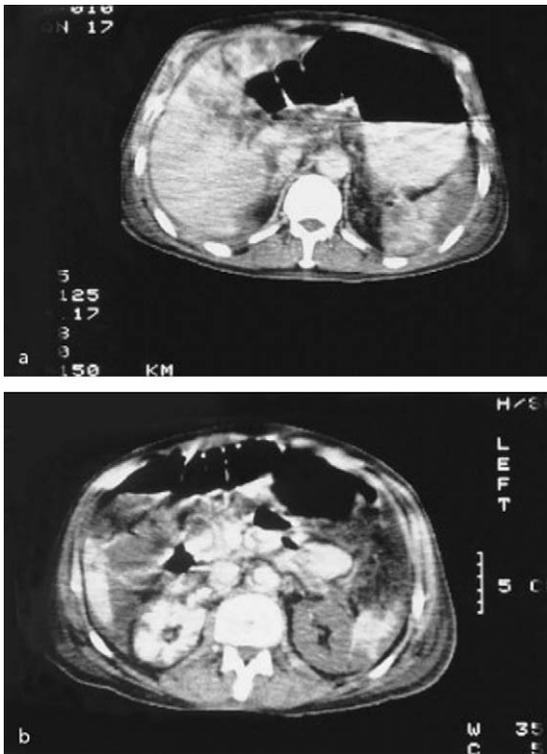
a und b. 62-jähriger Patient mit AVK Stadium III bei Teilthrombosierung der terminalen Aorta mit Beckenarterienverschlüssen. Nach retroperitonealem Zugang zur abdominalen Aorta und Implantation eines aortofemorales Bifurkationsbypass (zentral End-zu-Seit) akutes Leber- und Nierenversagen. Im CT ausgedehnte fleckförmige ischämische Bezirke in Leber (a) und Nieren (b) mit Verdacht auf Embolisation.
